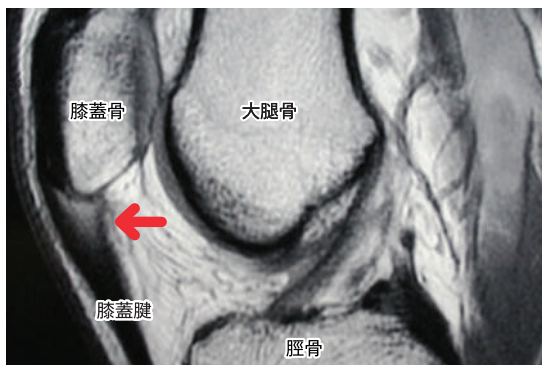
膝蓋腱炎のMRI (膝蓋骨に付着した部分の膝蓋腱が厚くなり変性した様子が認められる)
